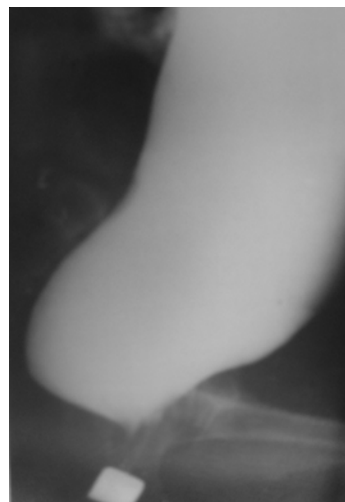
Рентгенограмма пациента с функциональным запором и периодическим каломазанием. Прямая кишка расширена. Контрастное вещество проникает в анальный канал позади наконечника клизмы из-за слабости ПРМ.
